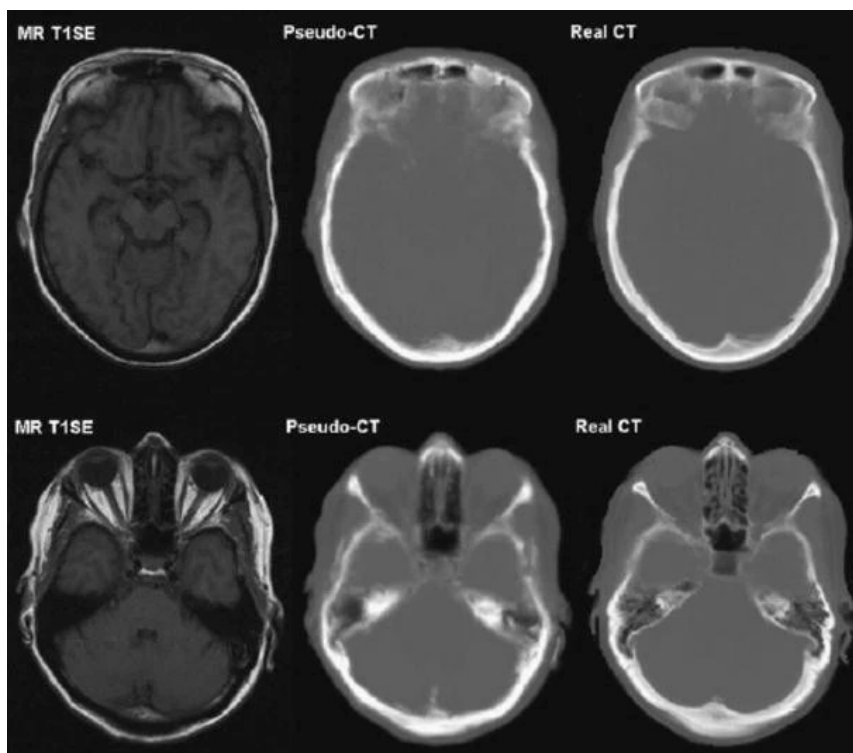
rappresentazione del metodo di Hofmann et al., che utilizza gli atlanti e il riconoscimento dei pattern. Da sinistra a destra si osservano le immagini MR pesate in T1 del paziente, le immagini pseudo-CT da esse derivate, e le vere immagini CT con cui sono state paragonate. Immagine da [6].
